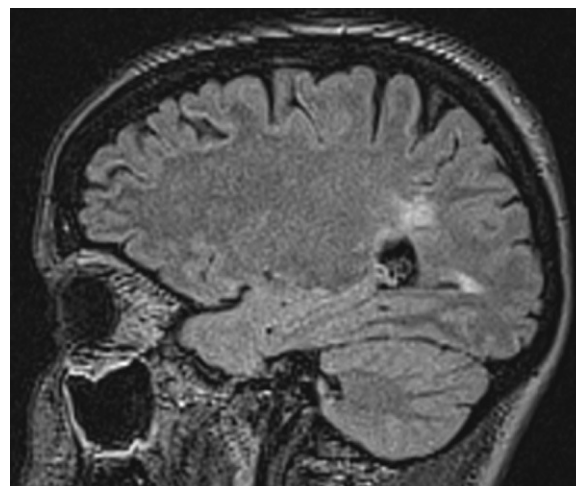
RM sagital (FLAIR) que muestra lesiones periventriculares hiperintensas en la sustancia blanca.
